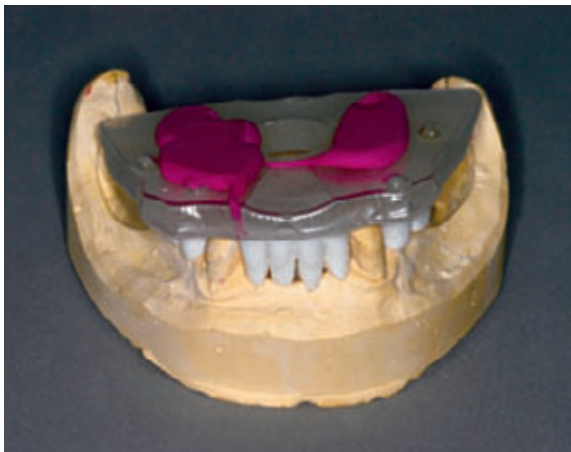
Herstellung der Röntgenschablone im Unterkiefer mit GALILEOS-Referenz. Lagesicherung der Oberkiefer-Röntgenschablone mit Hilfe von Bissregistrierungsmaterial.
